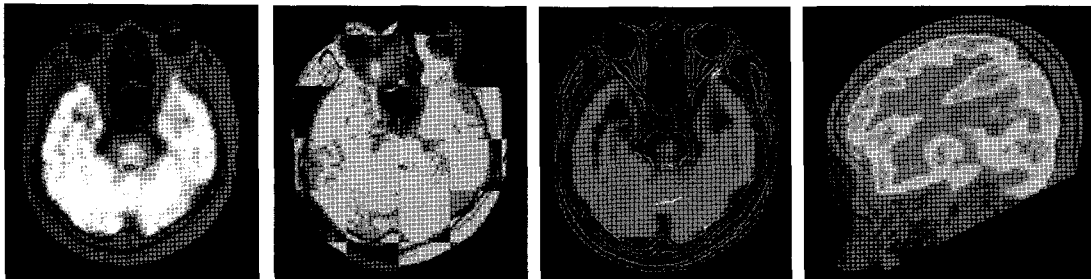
뇌 CT 혈관조영영상에서 혈관 및 동맥류 추출을 위한 복셀기반 강제정합 적용예[8]
